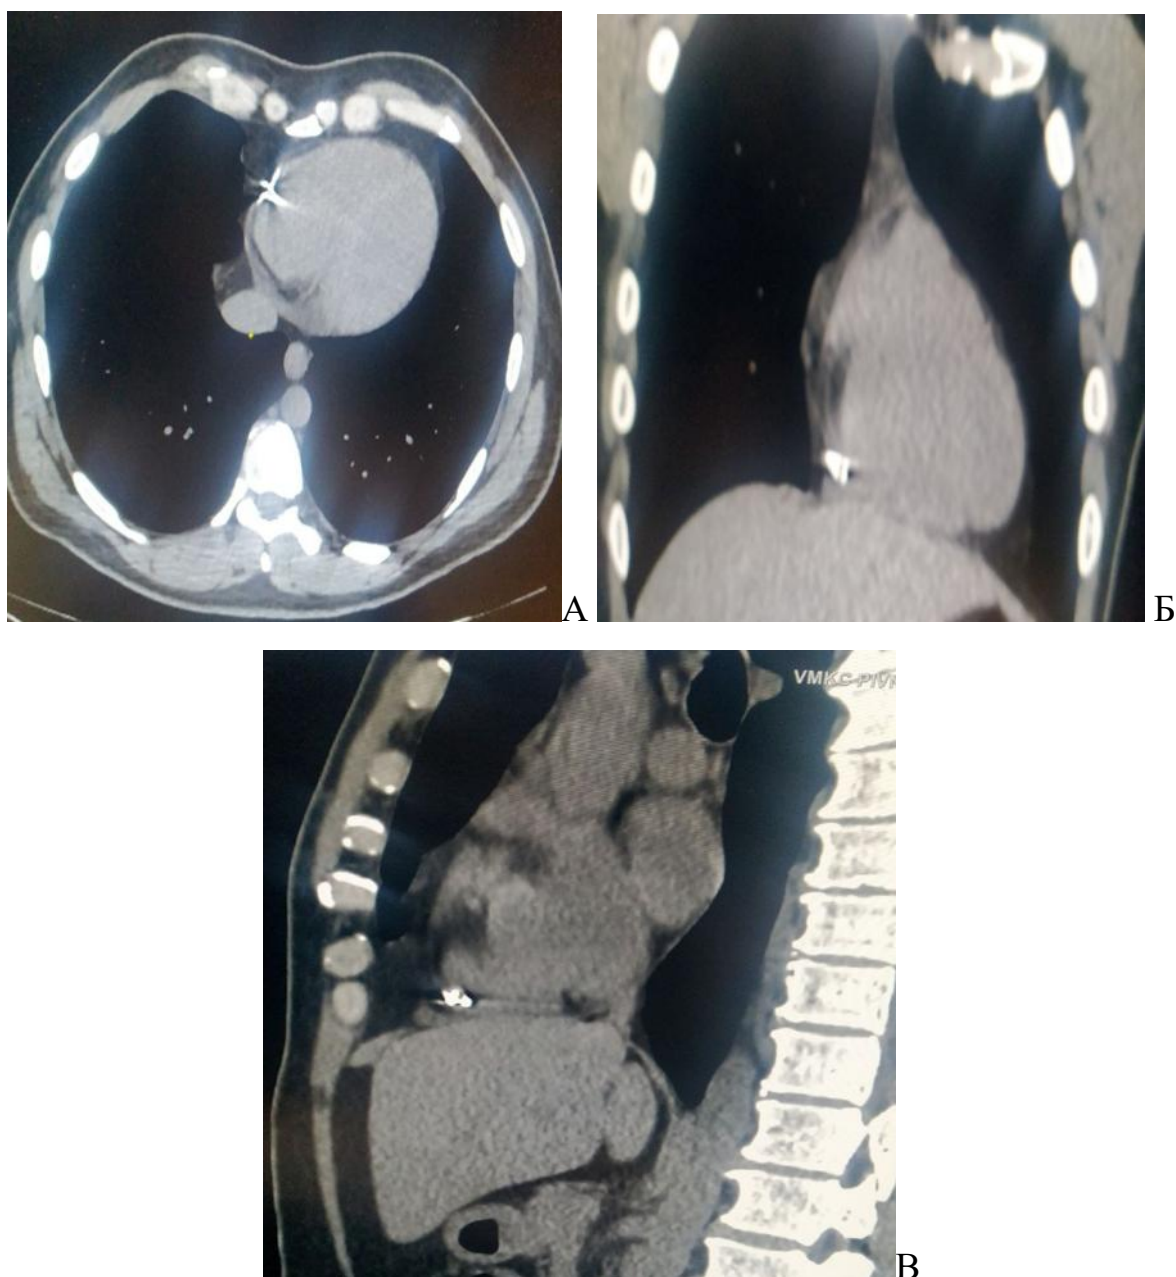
МСКТ грудей та живота пораненого К., 42 років, перша доба після поранення. Металевий осколок в просвіті правого шлуночка серця: А – аксіальна проекція; Б – коронарна проекція; В – сагітальна проекція.
